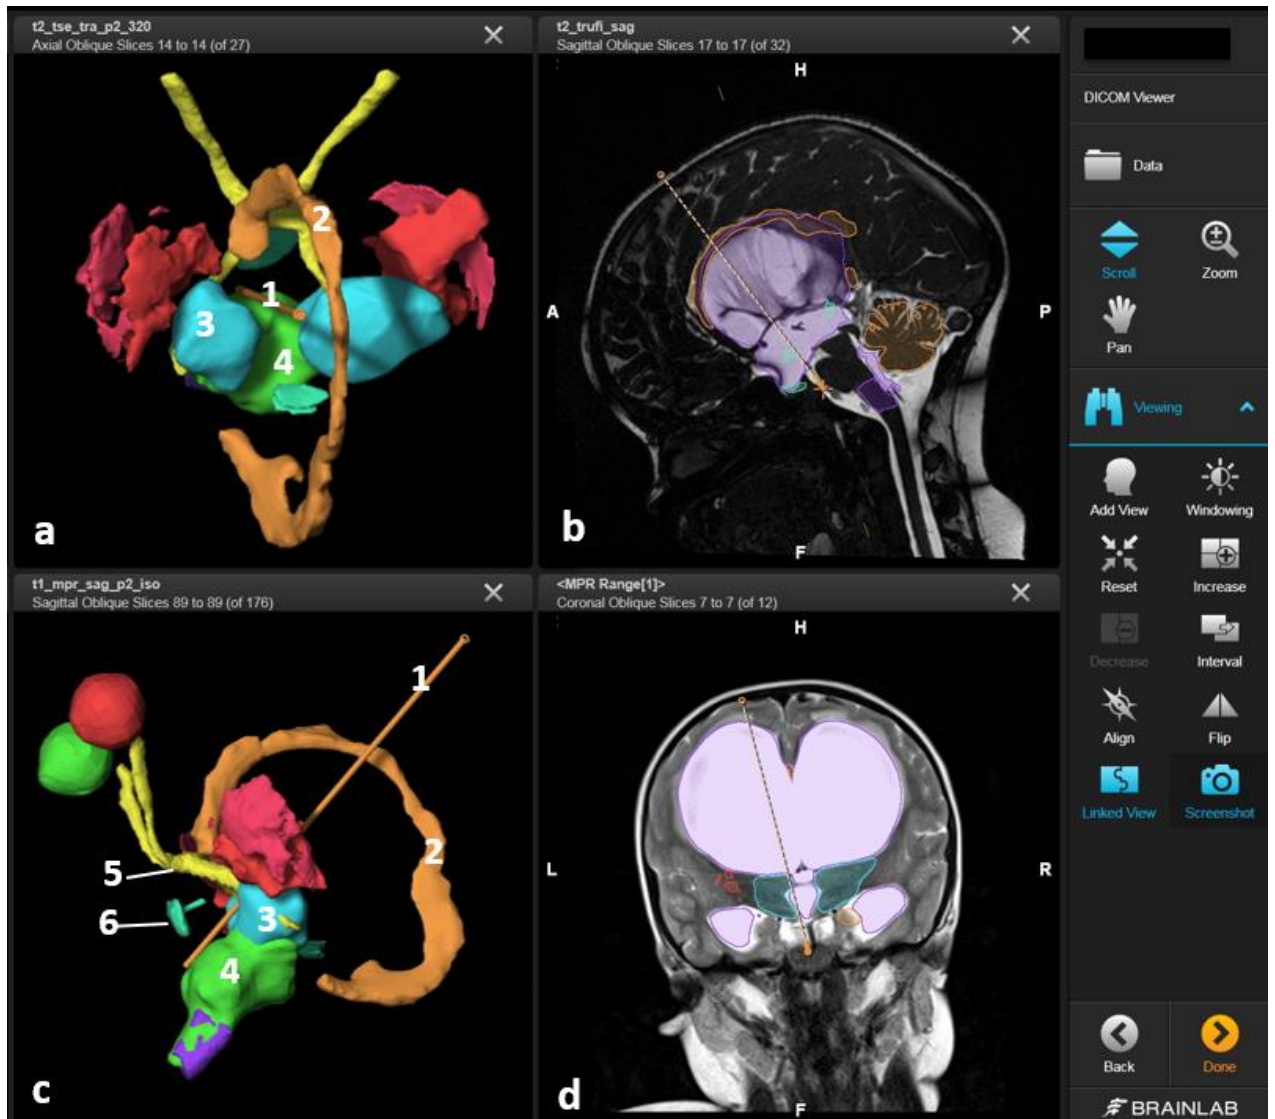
Предоперационное планирование ЭВЦС III на нейронавигационной станции по данным МРТ головного мозга. a, c - 3D – реконструкция траектория прохождения шунтоскопа. b, d – траектория прохождения шунтоскопа на МРТ изображениях головного мозга в режиме *truFi* в сагиттальной проекции и в режиме T2- коронарной проекции; 1- шунтоскоп; 2- мозолистое тело; 3- таламус; 4- ствол головного мозга; 5- зрительный перекрест и зрительные тракты; 6- гипофиз
